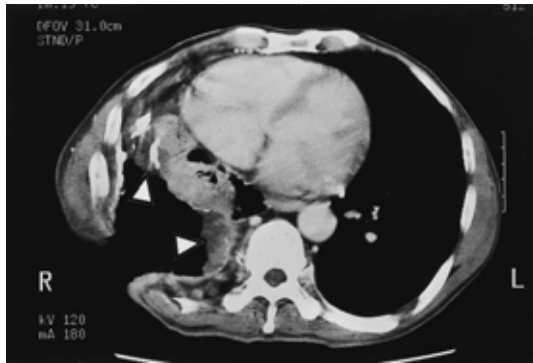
Chest CT scan after thoracostomy showing the tumors (arrows) along the thickened wall of chronic pyothorax cavity.
